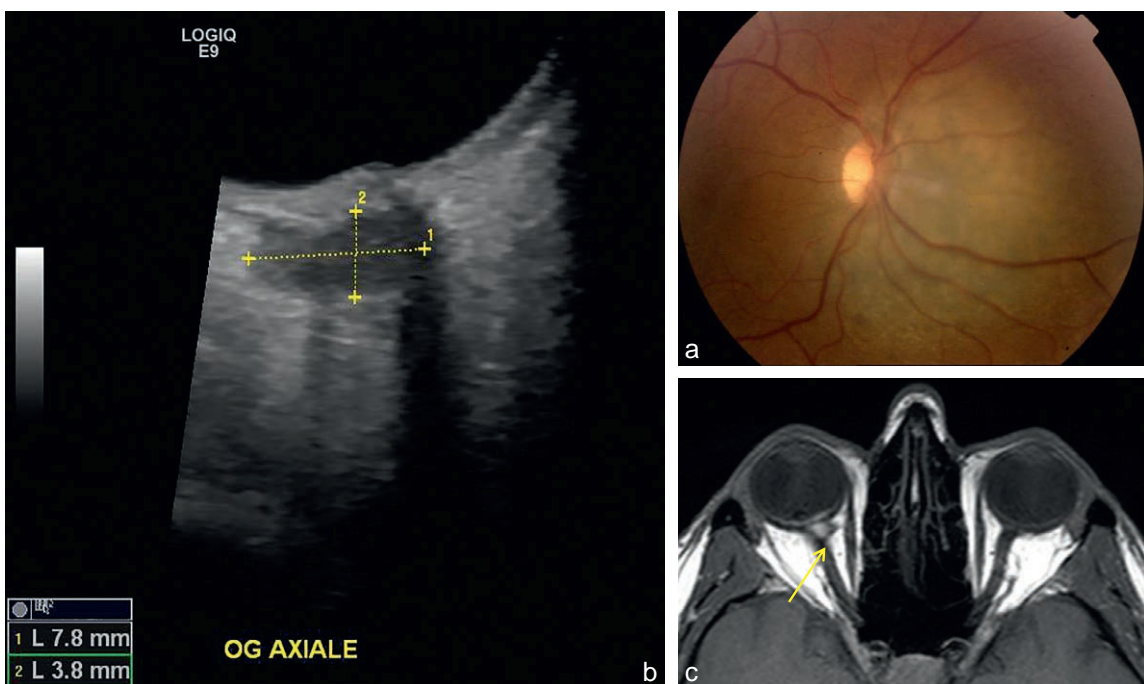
a-c. Mélanome choroïdien envahissant la papille avec extériorisation postérieure visible sur l'échographie (b) et l'IRM (c, flèche).
